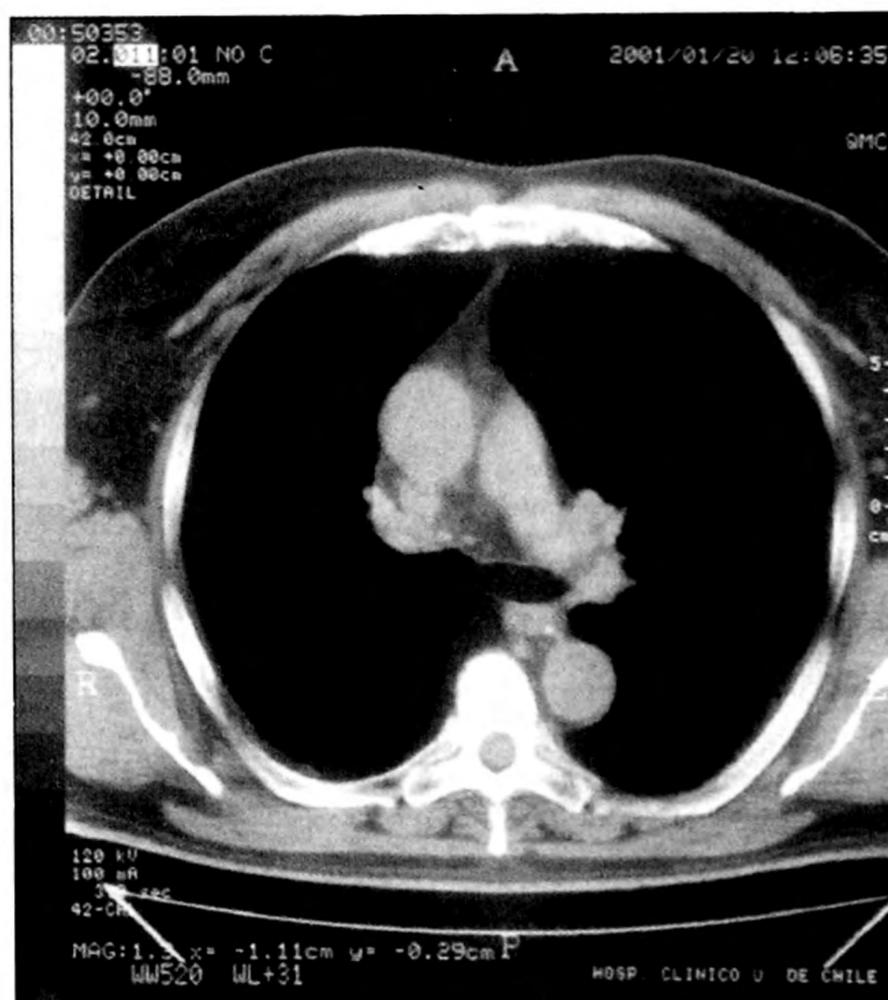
Tomografía de tórax (20/01/01).
